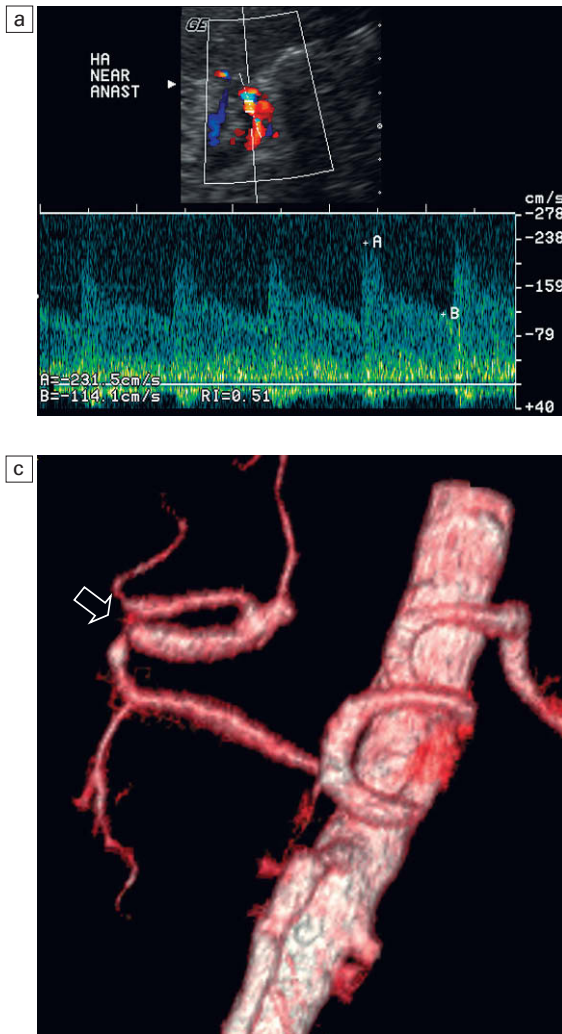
Trazado espectral Doppler de la arteria hepática en el hilio hepático que revela un chorro de alta velocidad, indicativo de estenosis (a). Imagen de Doppler energía del espacio subhepático (b) en la que se ve una arteria hepática muy tortuosa. La reconstrucción tridimensional de una angio-TC durante la fase arterial (c) muestra un acodamiento (flecha) debido a la excesiva longitud del vaso en el espacio subhepático.
